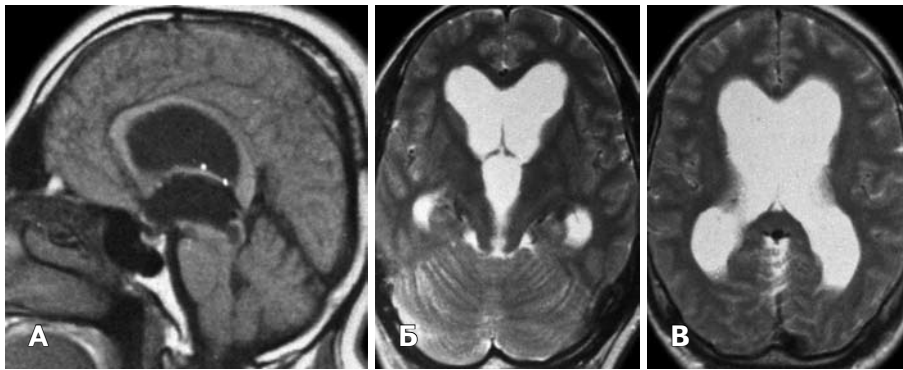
МРТ головного мозга пациента Т. Выраженная окклюзионная три-вентрикулярная гидроцефалия. А — в сагиттальной плоскости расстояние между мостом и скатом составляет 8 мм, IV желудочек обычных размеров; Б-В — в аксиальной плоскости определяется значительное расширение боковых и III желудочков.
